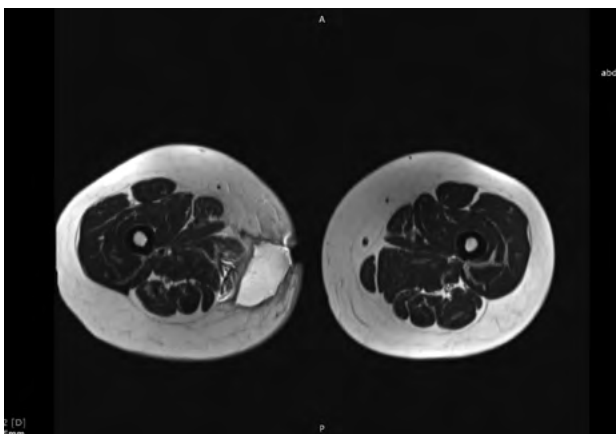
First postoperative MRI scan – seroma
